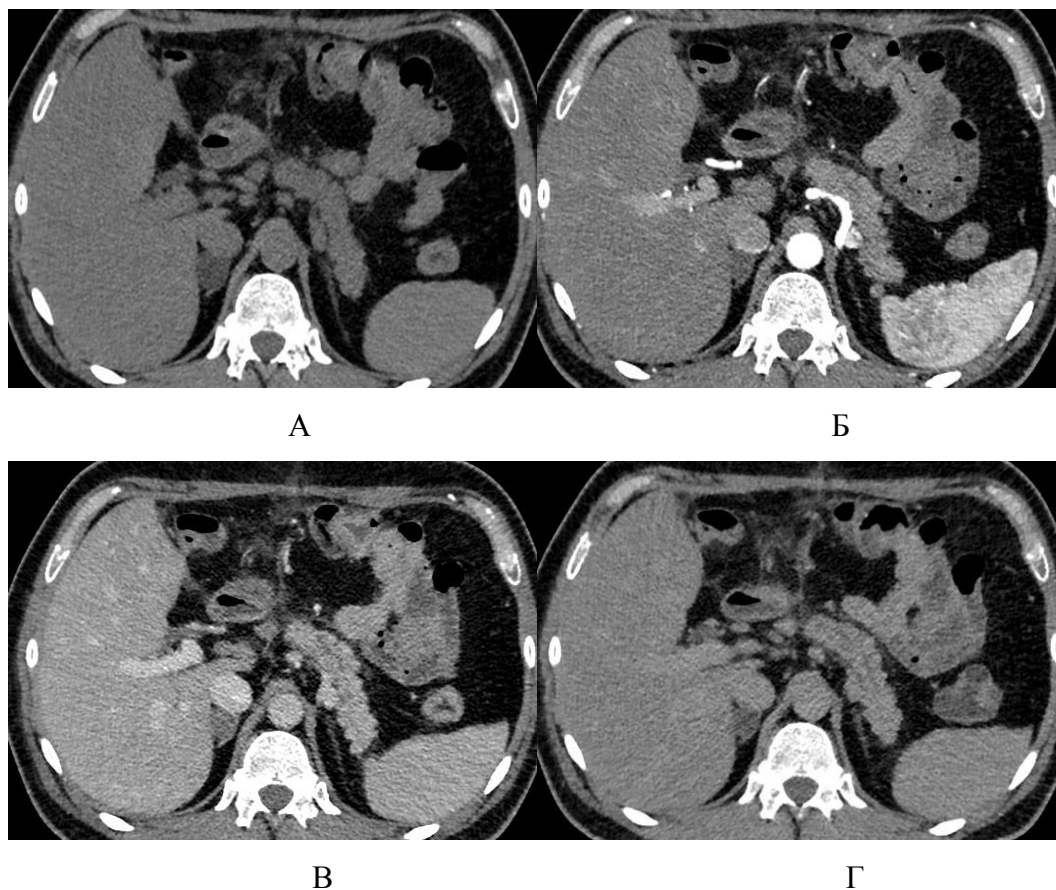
КТ «Твердая» структура поджелудочной железы. Компьютерная томография с контрастным усилением. А-нативная фаза, Б-артериальная фаза, В-венозная фаза, Г- отсроченная фаза.
